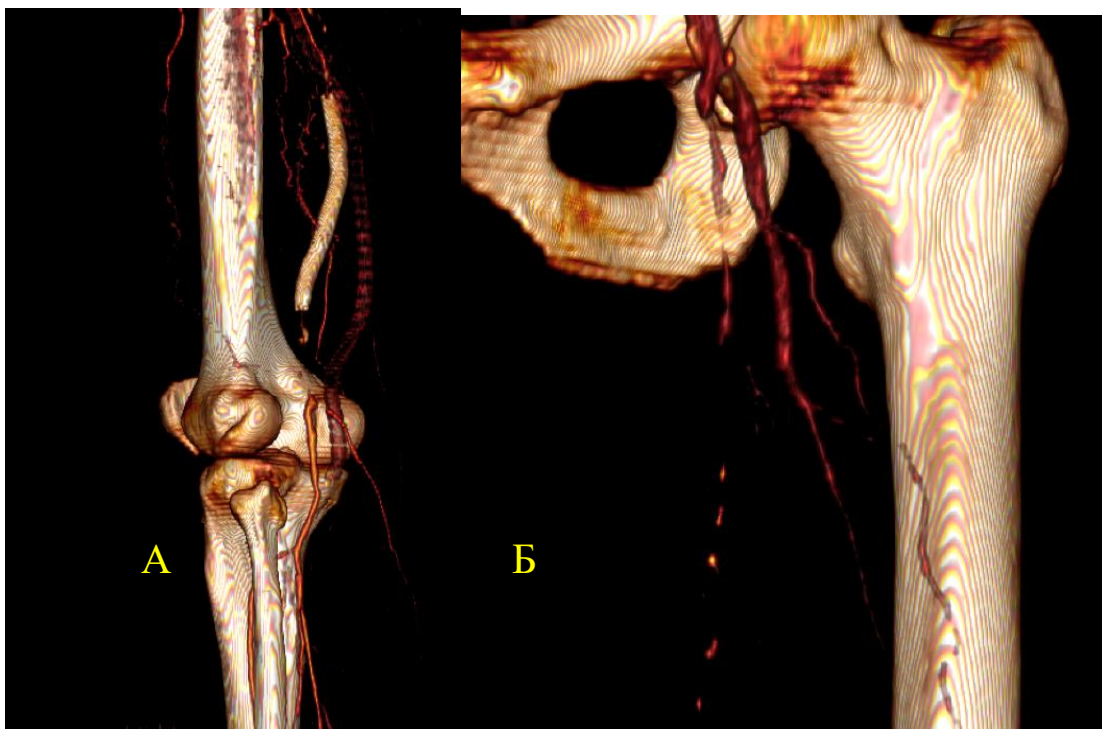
КТ-ангиография: а - тромбоз БПШ и стента. б - Стеноз ГБА слева
